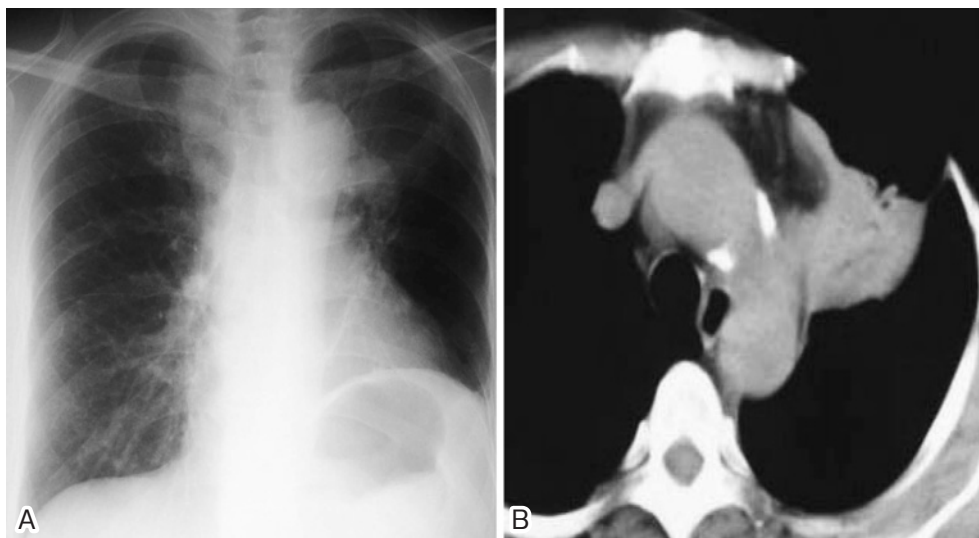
(A) Chest X-ray film showing elevation of the left diaphragm. (B) Chest CT scan showing atelectasis of the left upper lobe.
